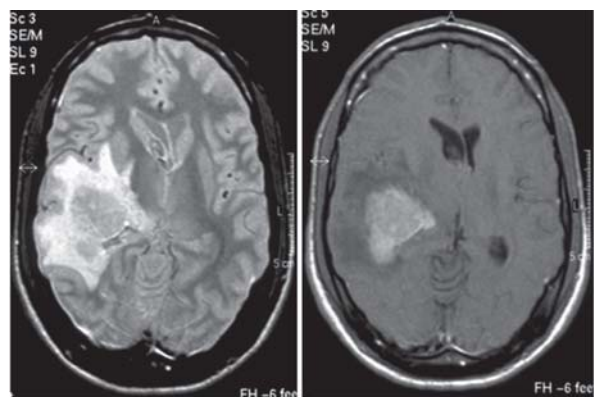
Imágenes de RMN pretratamiento, de un varón de 22 años que consultó por alteraciones visuales y fue tratado con terapia combinada. Libre de enfermedad luego de 7 años.
